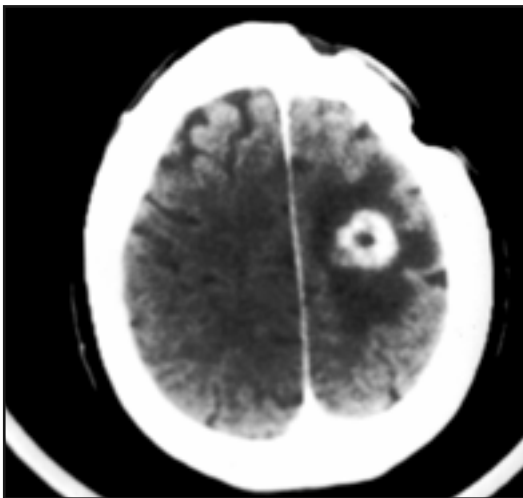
TC de cerebro en paciente con absceso hemisférico izquierdo. Se pueden observar signos postquirúrgicos en la tabla externa
